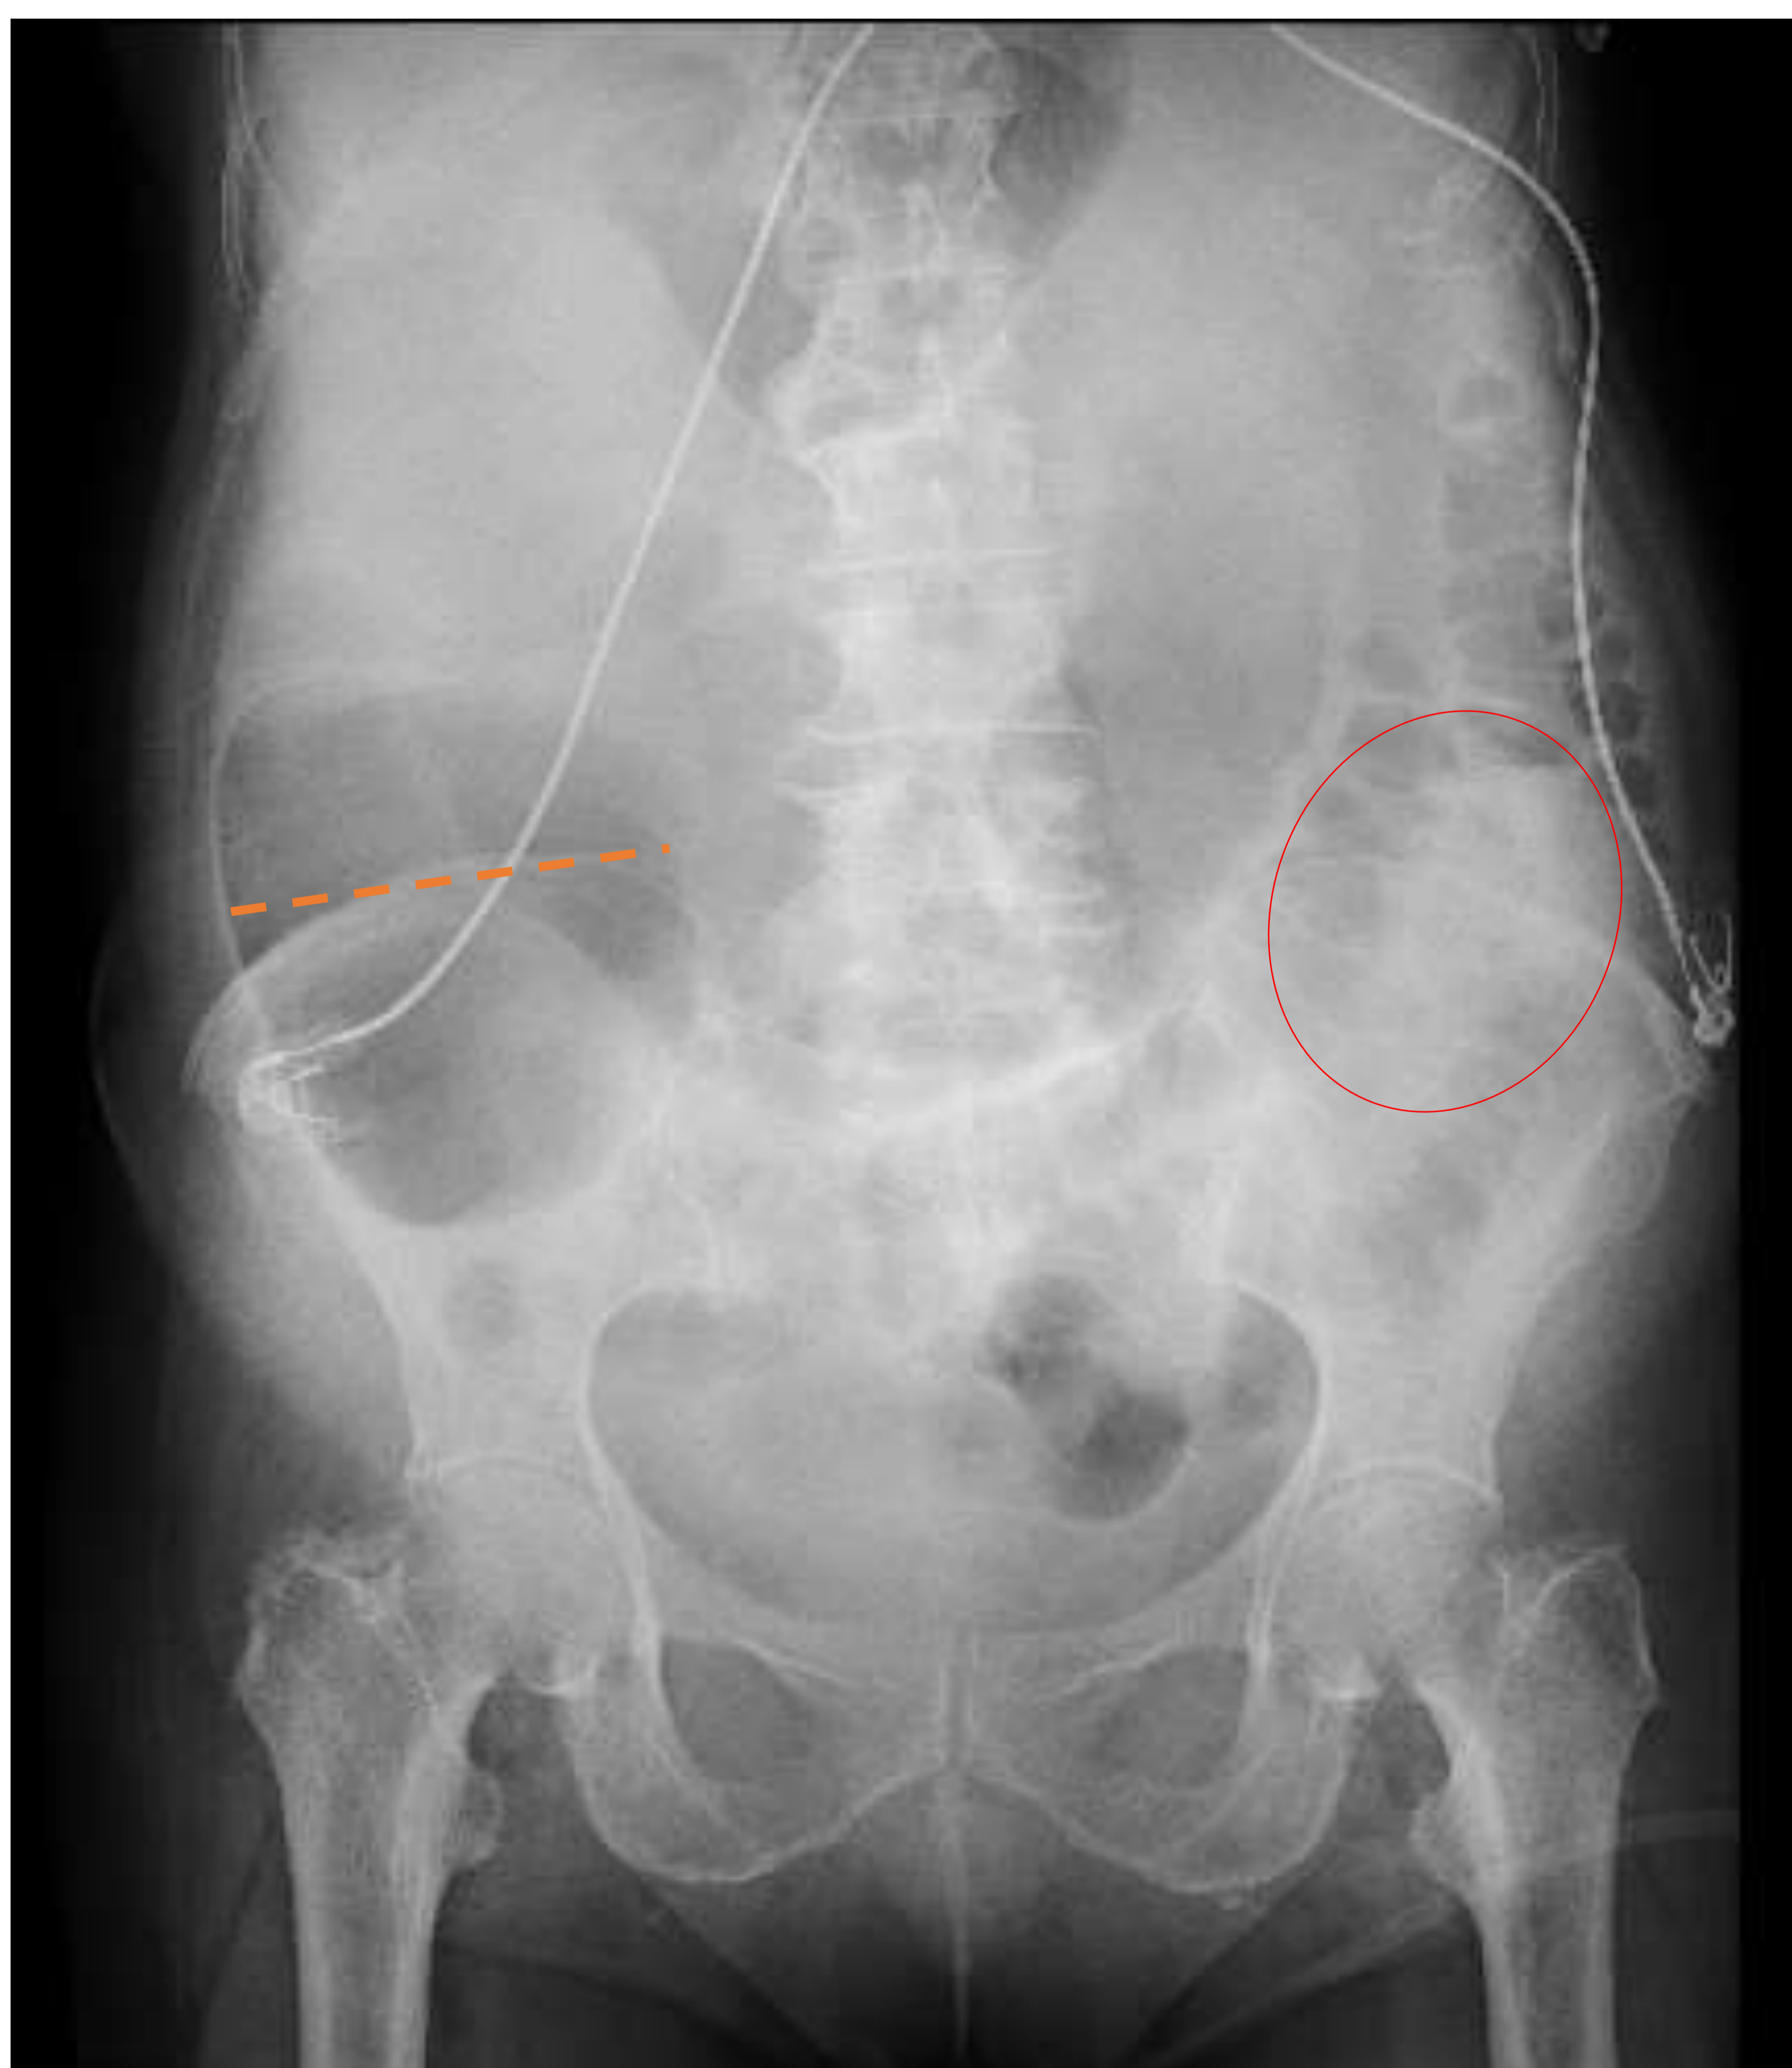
Radiografía simple de abdomen.
